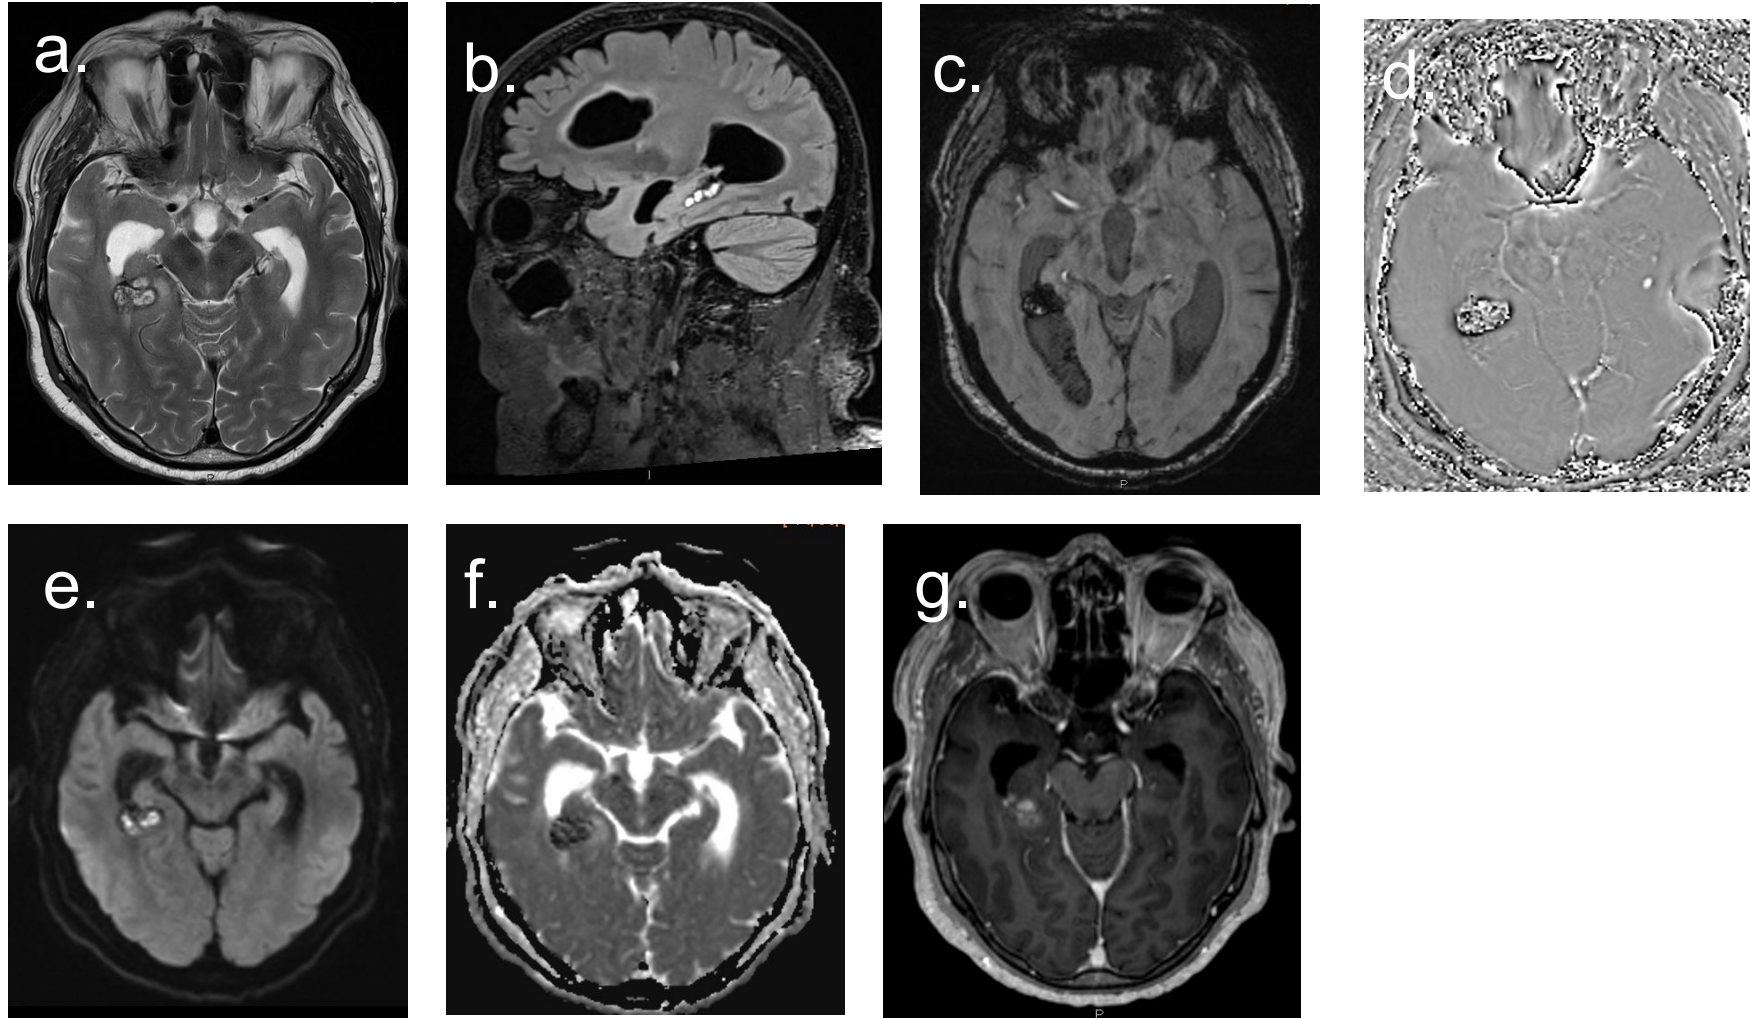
RM cerebral: (a) T2 axial, (b) FLAIR sagital, (c–d) susceptibilidad magnética (SWI), (e) difusión (DWI), (f) mapa ADC y (g) T1 postcontraste. Lesión intraventricular dependiente del plexo coroideo del asta temporal del ventrículo lateral derecho con extensión al parénquima adyacente y nódulosependimarios sugestivos de diseminación. Presenta señal heterogénea con focos hemorrágicos, restricción en difusión y realce tras contraste, hallazgos compatibles con linfoma del SNC con afectaciónependimaria. La AP confirma proceso linfoproliferativo B de alto grado, a favor de Linfoma primario de SNC.
